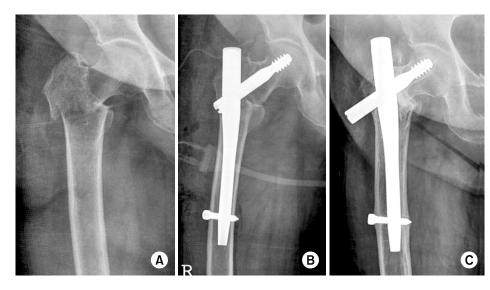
(A) Initial radiograph shows reverse intertrochanteric fracture.(B) Postoperative radiograph
